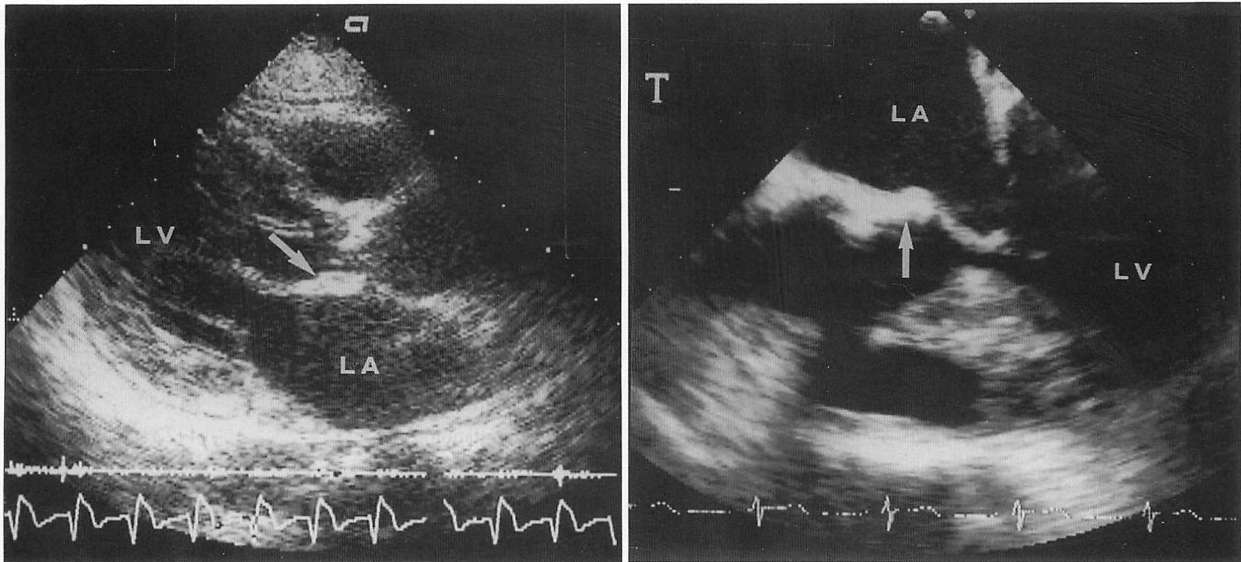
Echocardiograms showing calcification (arrows) of the mitral valve
